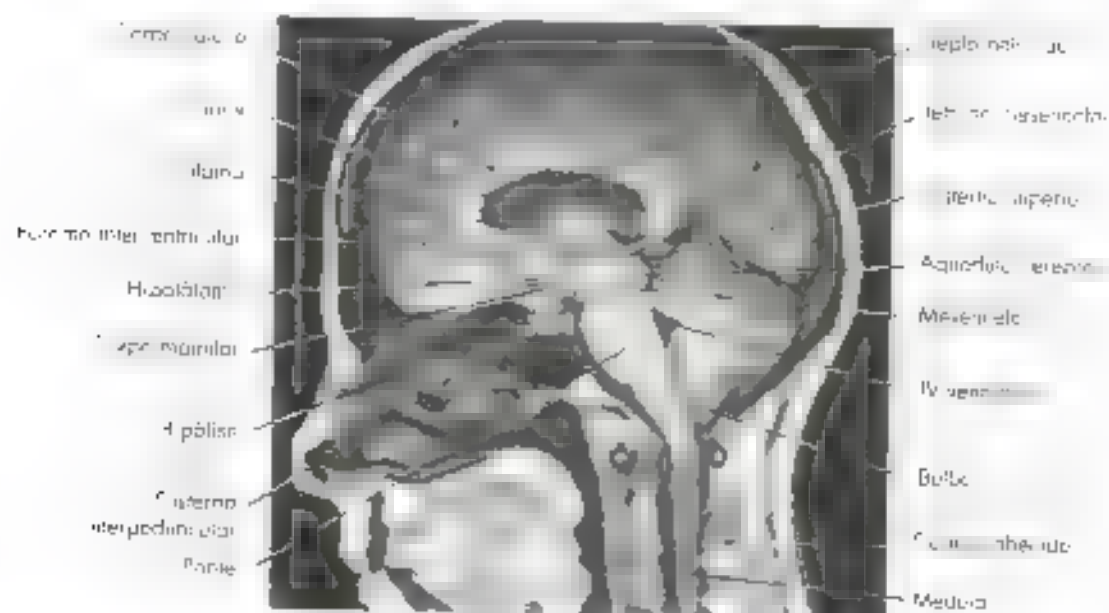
Căte sagittal. Resonanță magnetică. Căte sagittal mediana. Penelieu Di. Marin. Antoin Rodu.
